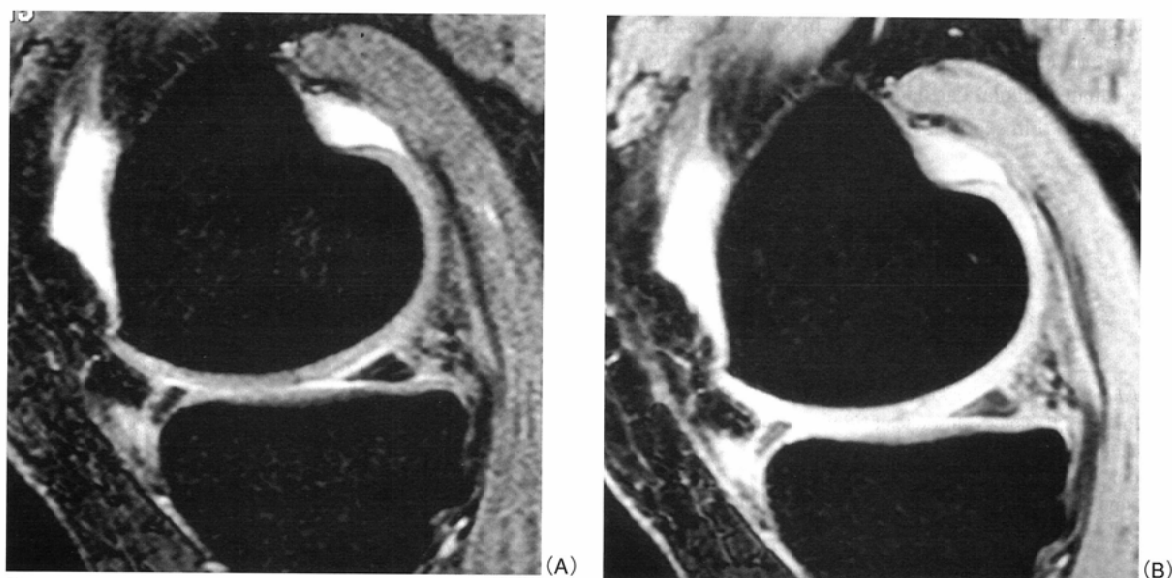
A 30-year-old male volunteer. Three-dimensional water-excitation image with (A) and without (B) on-resonance magnetization transfer contrast (MTC) pulse.
